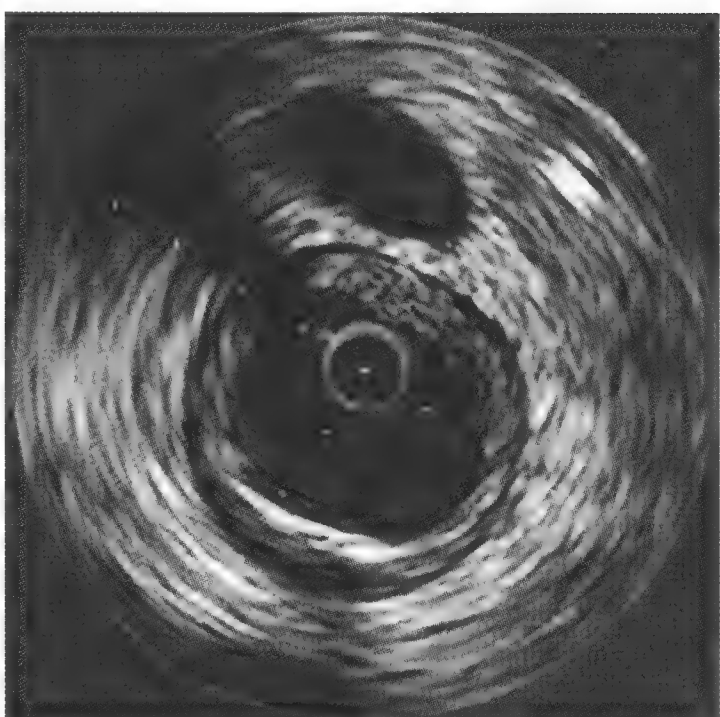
血管内超声的血管壁横断面影像。图像中11点处导丝伪像使血管壁结构模糊。
